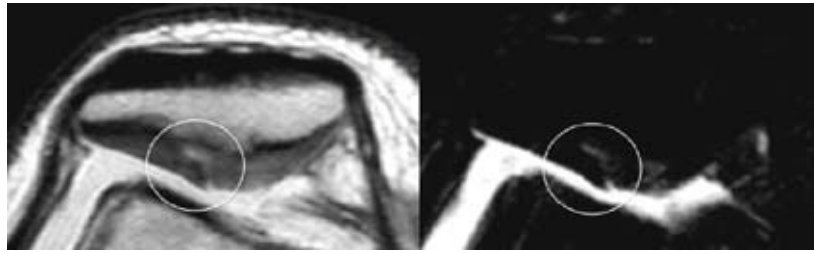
Imagen axial de RM potenciada en T2 con supresión de grasa donde la superficie cartilaginosa está preservada pero una hiperintensidad focal (círculo) consistente con un grado 1 de condromalacia.
